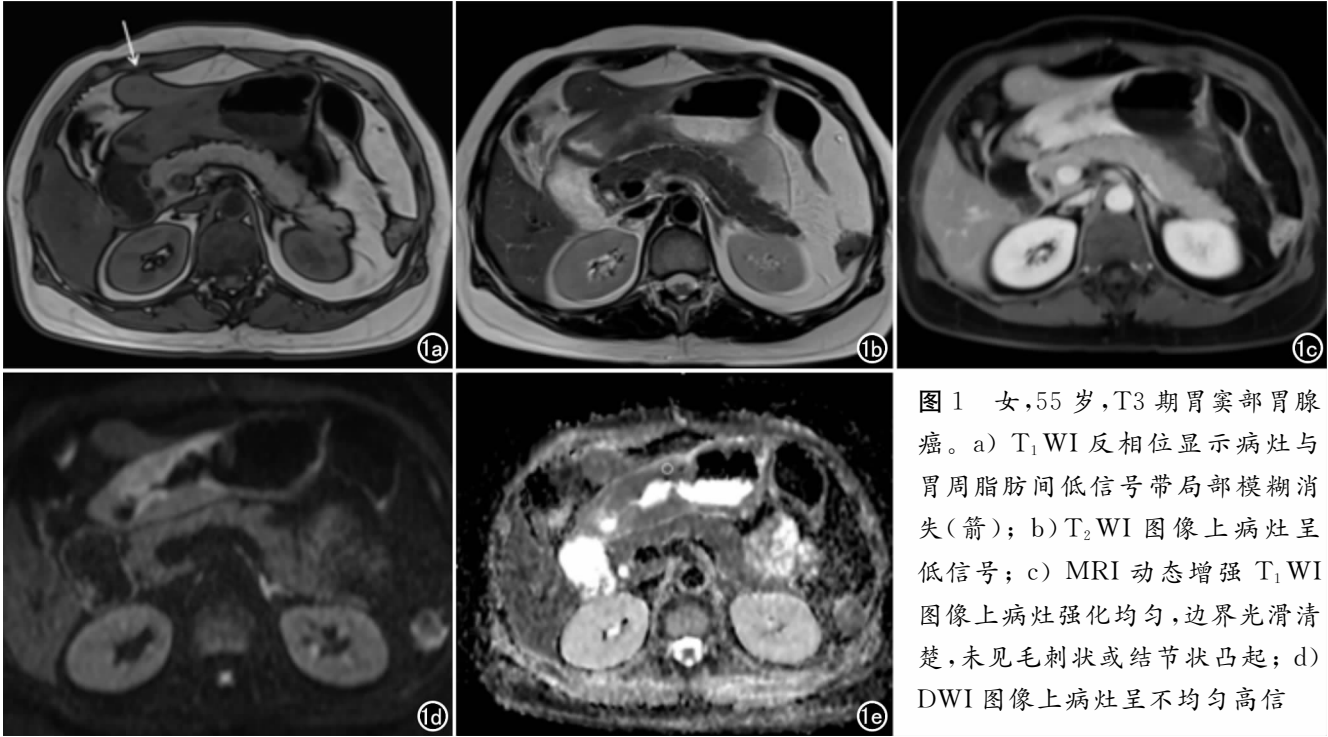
女, 55 岁, T3 期胃窦部胃腺癌。a) T₁WI 反相位显示病灶与胃周脂肪间低信号带局部模糊消失 (箭); b) T₂WI 图像上病灶呈低信号; c) MRI 动态增强 T₁WI 图像上病灶强化均匀, 边界光滑清楚, 未见毛刺状或结节状凸起; d) DWI 图像上病灶呈不均匀高信
